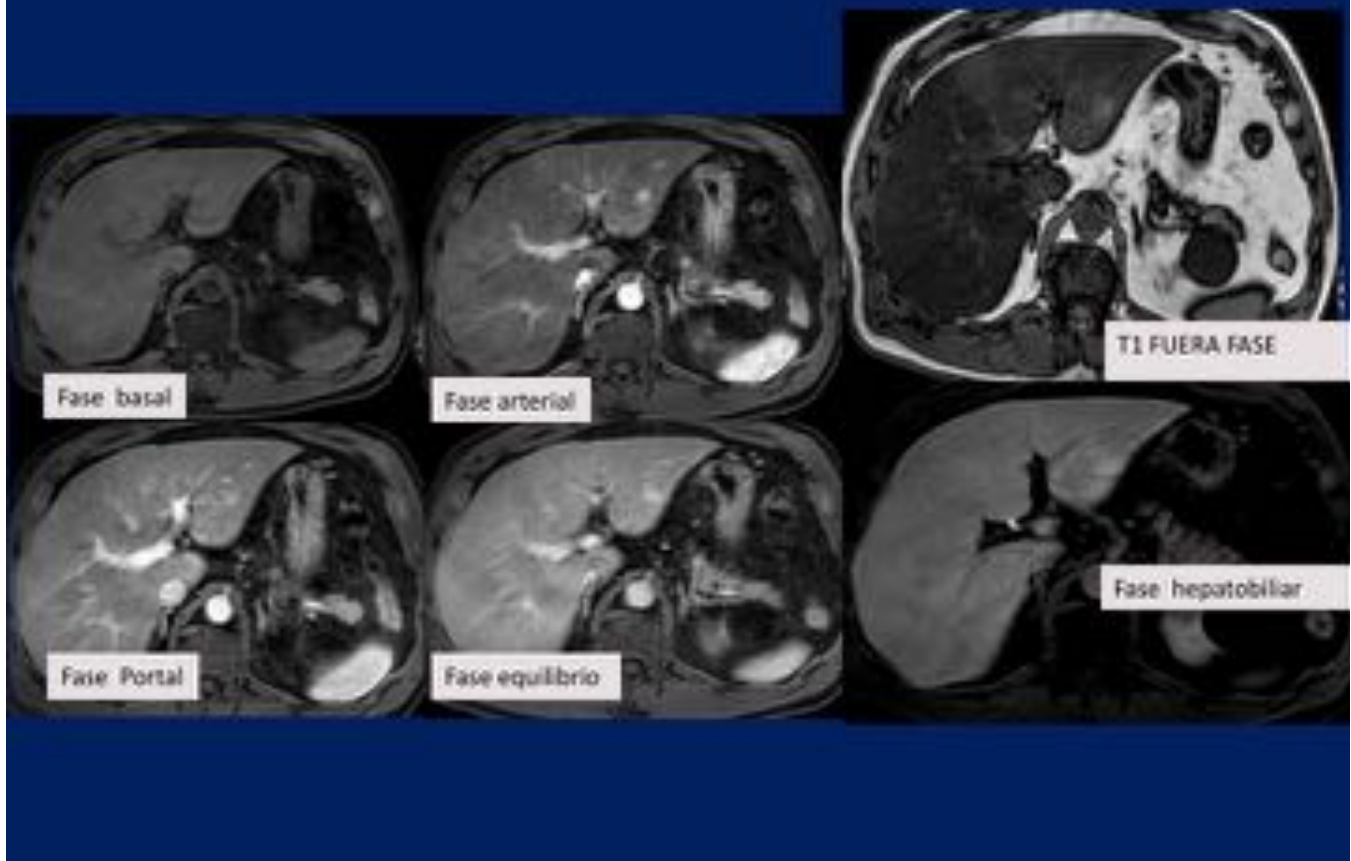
El examen de RM muestra una pequeña lesión nodular en seg II hepático, ligeramente hiperintensa en T1 fuera de fase, marcado realce homogéneo en fase arterial del estudio dinámico, que persiste en fase portal y de equilibrio. En la fase hepatobiliar la lesión es hiperintensa respecto al parénquima hepático, indicando la presencia de hepatocitos normales, comportamiento característico de la HNF.
